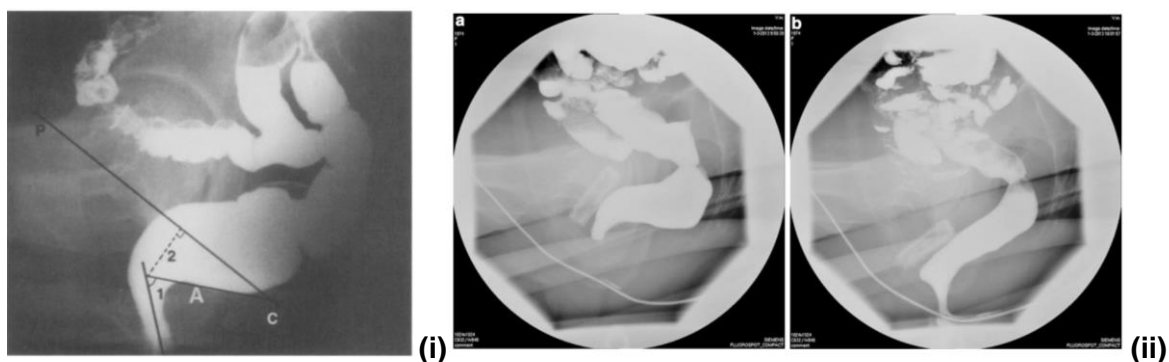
Röntgenaufnahme während einer Defäkographie, Darstellung des anorektalen Winkels (1)(i), Darstellung des anorektalen Winkels vor und während der Defäkation (ii). Modifiziert nach (47) und (44).
